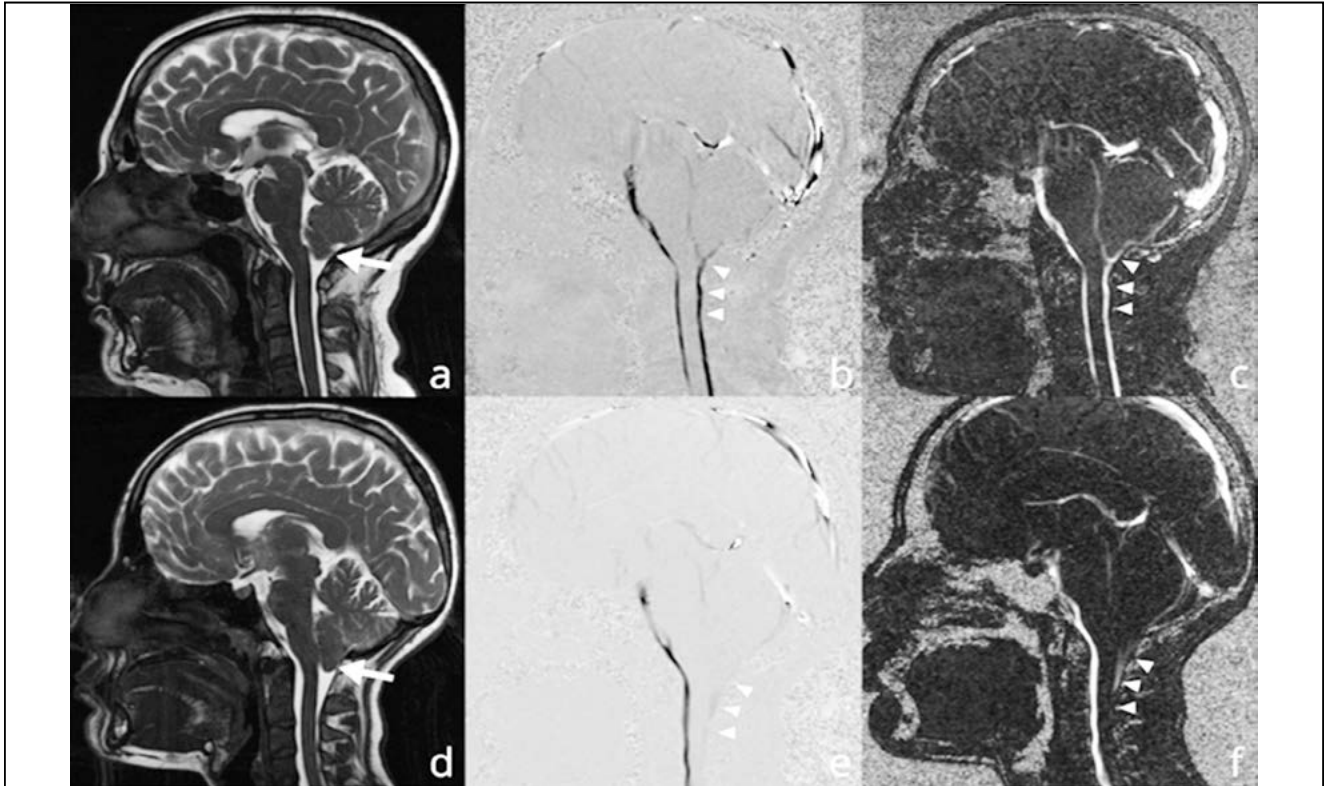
a. Normally located cerebellar tonsil seen with the arrow on midline sagittal T2 image from a healthy volunteer. b, c. Phase contrast and magnitude MRI images showing normal CSF flow marked with arrowheads. d. Caudally located cerebellar tonsil seen with the arrow on midline sagittal T2 image in Chiari 1 patient. e, f. Phase contrast and magnitude MRI images showing reduced CSF flow, marked with arrowheads posteriorly.
